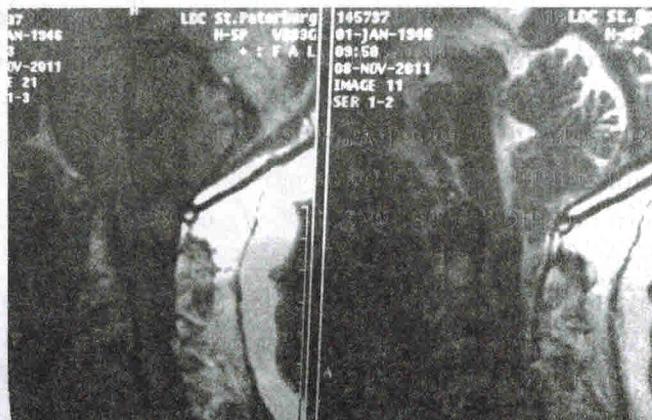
Больная Н., 55 лет. МРТ, Т1- и Т2-режимы: признаки мальформации Киари I типа
